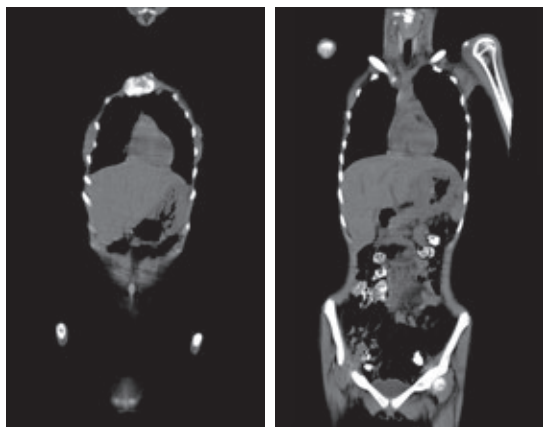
Reconstrucciones coronales de tomografía computada: engrosamiento de la pared del estómago más evidente.
